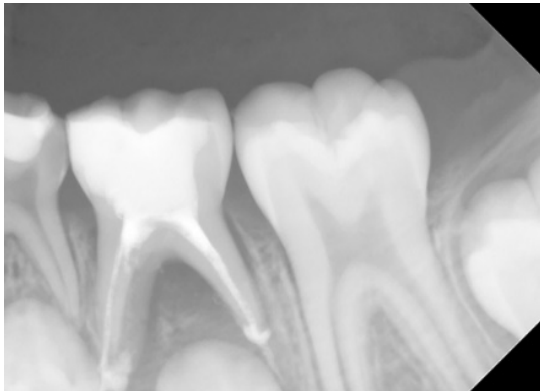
13. ay takip radyografisi
